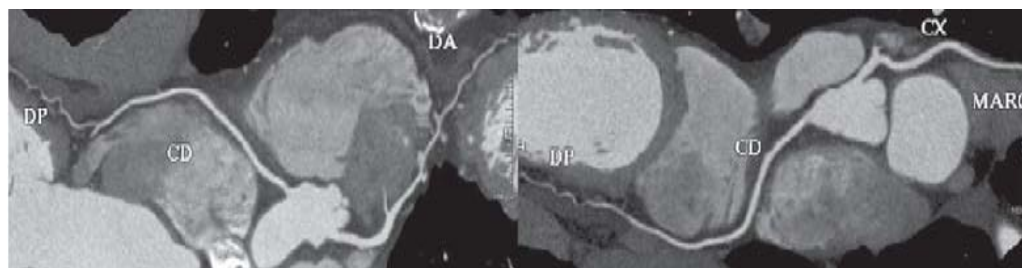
Angiotomografia coronária sem obstrução (NACIF et al., 2010).
